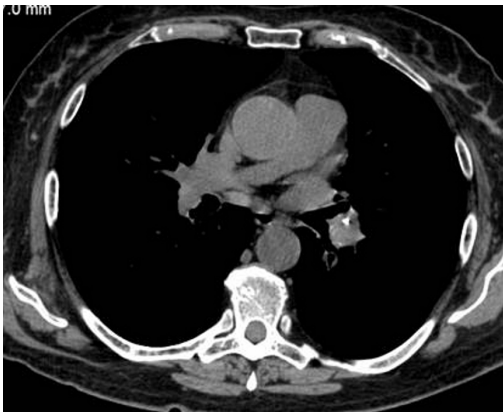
Компьютерная томограмма грудной клетки. Аксиальный срез. Кальцинированные включения в лимфатических узлах корня левого легкого — след перенесенного первичного туберкулеза у взрослого человека, не знавшего о перенесенном заболевании.
